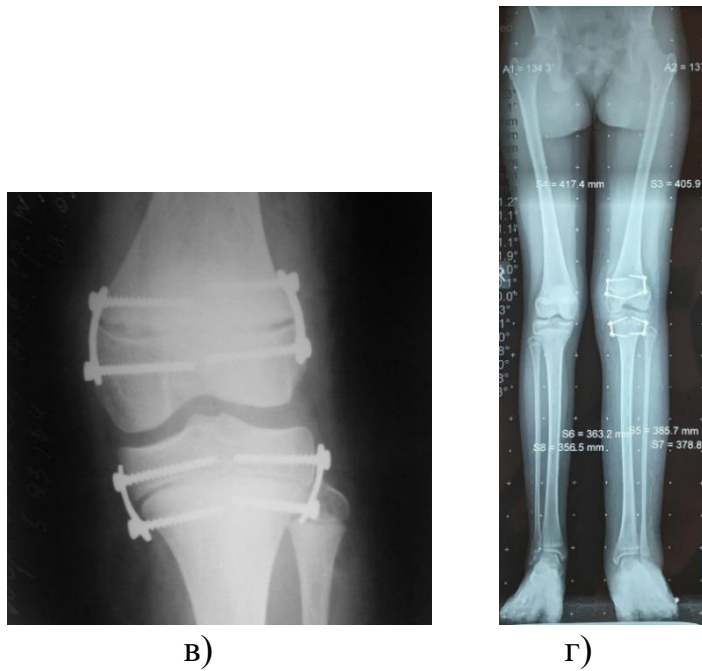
Клінічний приклад тимчасового блокування у ділянці дистальної зони росту стегнової та проксимальної зони роста великогомілкової кістки із застосуванням 8-подібних фіксаторів: пацієнтка Д., 11 років із ВМ лівої нижньої кінцівки та РДНК 3,5 см: а) зовнішній вигляд пацієнтки; б) рентгенографія обох колінних суглобів у прямій проекції до хірургічного втручання; в) рентгенографія лівого колінного суглоба у прямій проекції після хірургічного лікування; г) панорамна рентгенографія нижніх кінцівок через 1,5 роки після хірургічного лікування.
